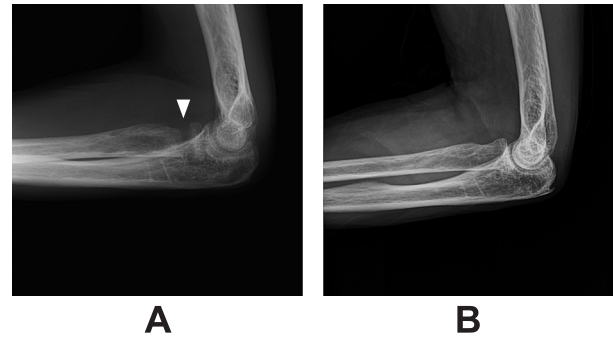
左橈骨単純X線所見 (A: 初回手術前, B: 再手術2年後) 骨折後に偽関節 (矢頭) となっていたが, 再手術の約5ヵ月後に骨癒合が認められ, 再手術の2年後には完全に癒合した。
